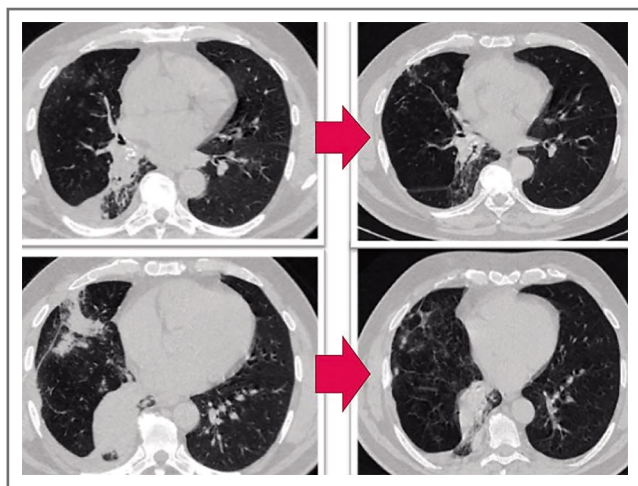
При сравнении данных КТ ОГК от 14.02.2020 и от 03.06.2020 (слева направо) выявлена положительная динамика в виде рассасывания очагов и уменьшения фокусных образований в средней и нижней долях правого легкого.
